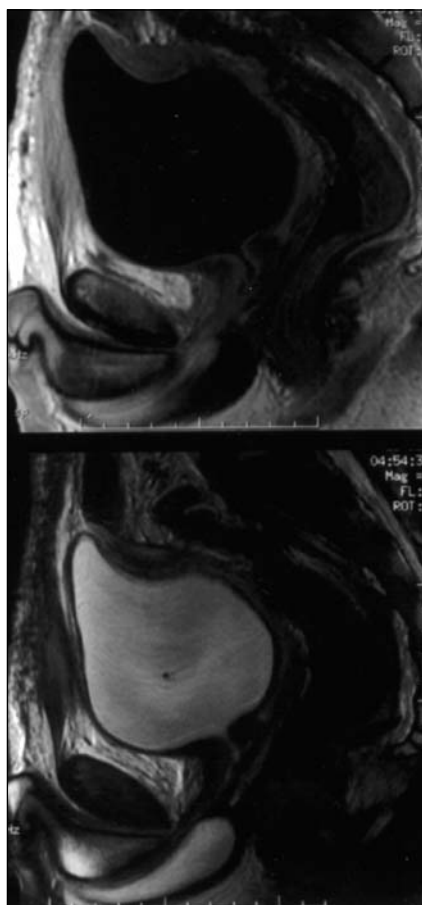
Ressonância magnética da pelve. Imagem sagital ponderada em T1 (A) demonstra a lesão homoganeamente hipointensa. A identificação de uma linha de sinal elevado, representando a gordura, permite a definição de planos de clivagem com a bexiga e com o reto. Em B, corte axial ponderado em T2 mostra a lesão hiperintensa, porém heterogênea, com focos de sinal mais elevado que caracterizam áreas císticas (necrose). Em C, imagem coronal adquirida após a administração endovenosa do gadolínio-DTPA mostra o tumor nitidamente impregnado.
